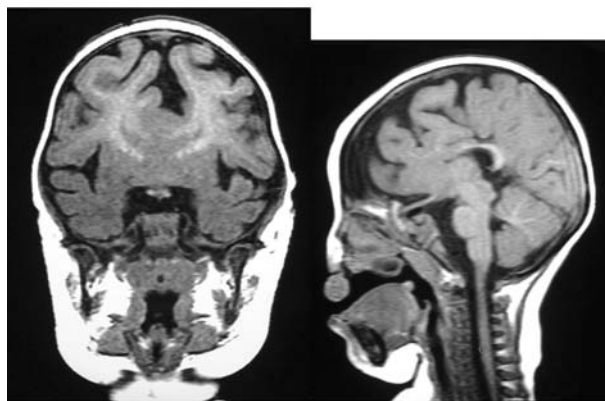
МРТ-картина пахігірії
